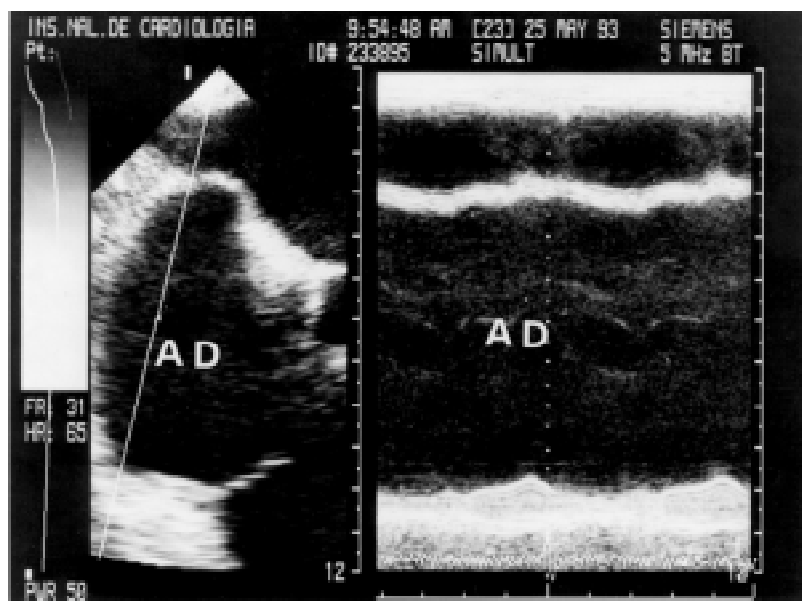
En un paciente con infarto inferior biventricular, la extensión a la aurícula derecha se manifiesta en el ecocardiograma transesofágico por dilatación de la cavidad, efecto de contraste espontáneo, hipocinesia de la pared auricular y convexidad del tabique interauricular a la izquierda.
